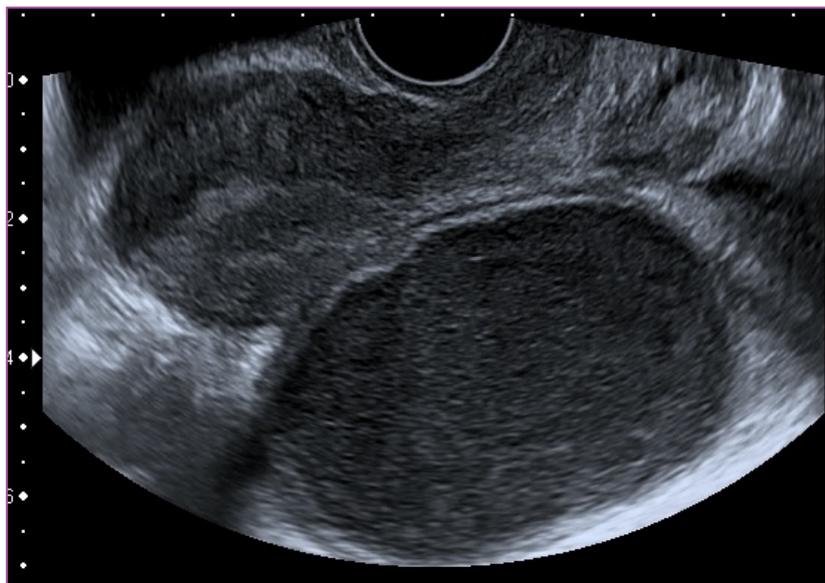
ECOGRAFÍA TRANSVAGINAL. ÚTERO EN AVF. FONDO DE SACO DE DOUGLAS OCUPADO POR UNA IMAGEN COMPATIBLE CON ENDOMETRIOMA, SEGÚN UN DESCRIPTOR FÁCIL DE IOTA
